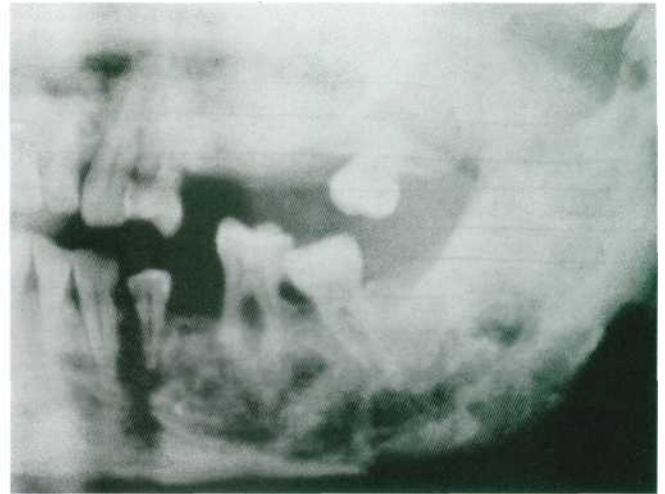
Osteomielitis crónica. Imagen mixta múltiple y difusa (detalle de la ortopantomografía).
